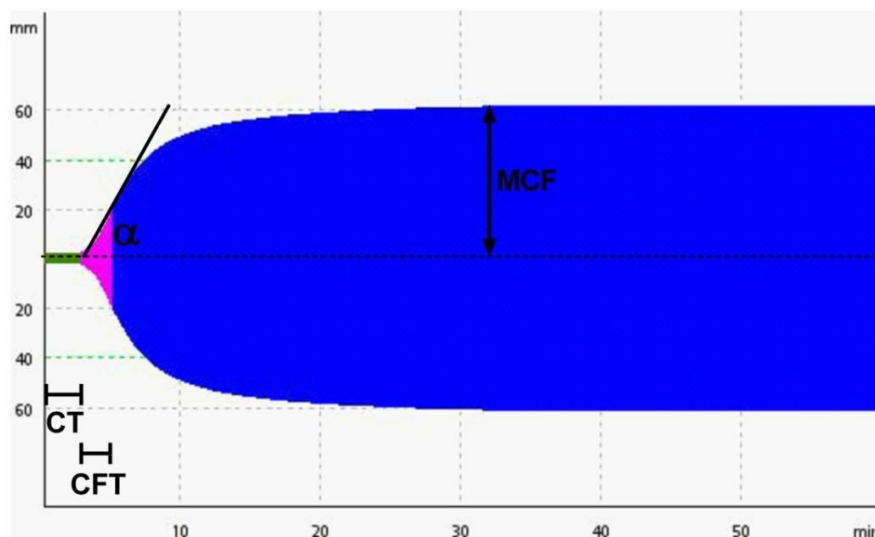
Repräsentatives TEMogram der Thromboelastometrie. Abkürzungen: α : α -Winkel; CT: Clotting Time; CFT: Clot Formation Time; MCF: Maximum Clot Firmness.
